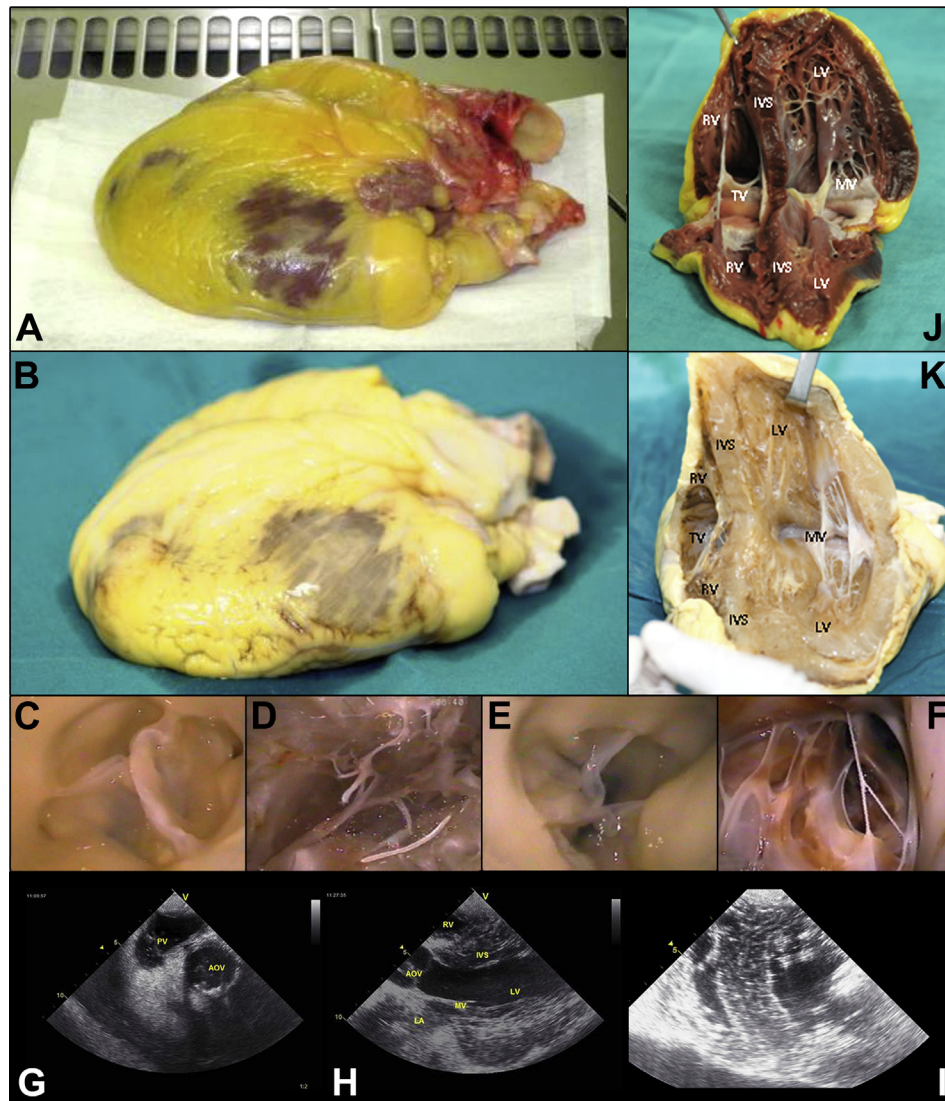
Structural integrity of the decellularized scaffold. The gross shape of the original heart (Panel A) is retained after 96 h of decellularization (Panel B). Endoscopy of the decellularized heart matrix showing integrity of the aortic valve (Panel C), left ventricle chamber with papillary muscle matrix and chordae tendineae (Panel D), pulmonary valve (Panel E), and right ventricle chamber trabeculae (Panel F). Echocardiography (Panels G to I) demonstrating integrity of the pulmonary valve (PV), aortic valve (AOV), mitral valve (MV), left atrium (LA), left ventricle (LV), interventricular septum (IVS), and right ventricle (RV) and retention of normal circumferential myocardial fiber disposition. Macroscopic 3-dimensional anatomy of a whole non-decellularized control heart (Panel J) and a whole decellularized heart matrix (Panel K) opened in a sagittal or longitudinal horizontal plane showing the left ventricle (LV) and right ventricle (RV) separated by the interventricular septum (IVS) and both atrioventricular valves (mitral valve [MV] and tricuspid valve [TV]).
